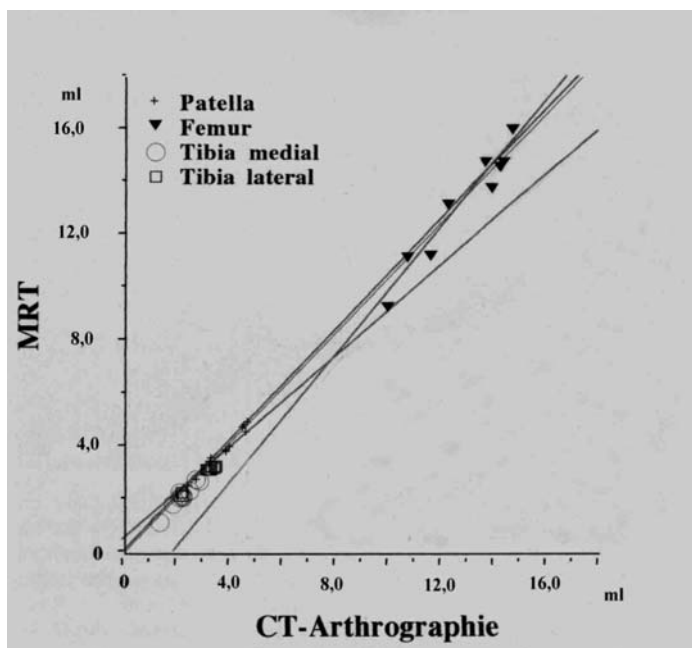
Lineare Regressionsanalyse der Volumina des Kniegelenks in der MRT und der CT-Arthrographie
